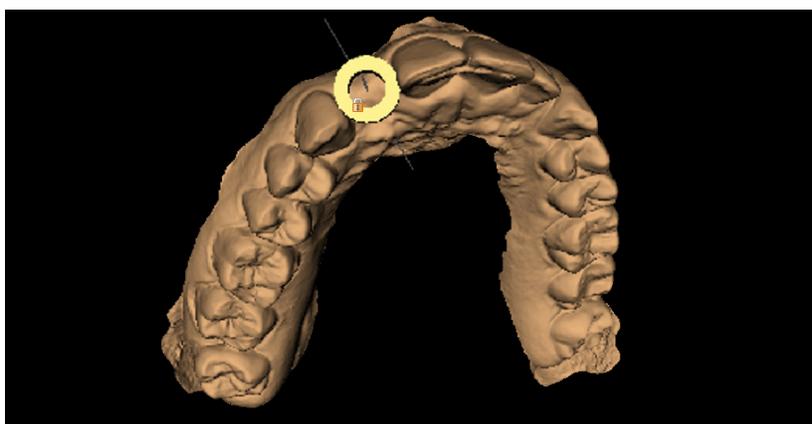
L'examen de l'image CBCT à l'aide du logiciel de planification implantaire a révélé une crête osseuse particulièrement fine, d'environ 5 à 6 mm au plus. Sans guide de forage, cette procédure se serait avérée très difficile à mener de façon prévisible sans avoir à recourir à une greffe..
